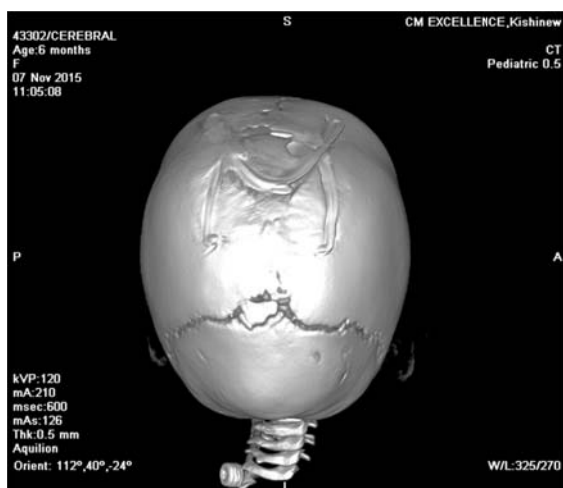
TC postoperatoriu
